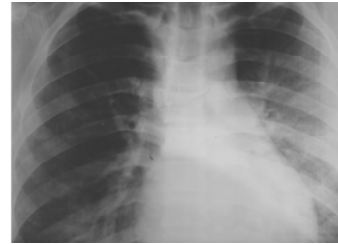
Рентгенография ОГК от 08.02.2008 г.
